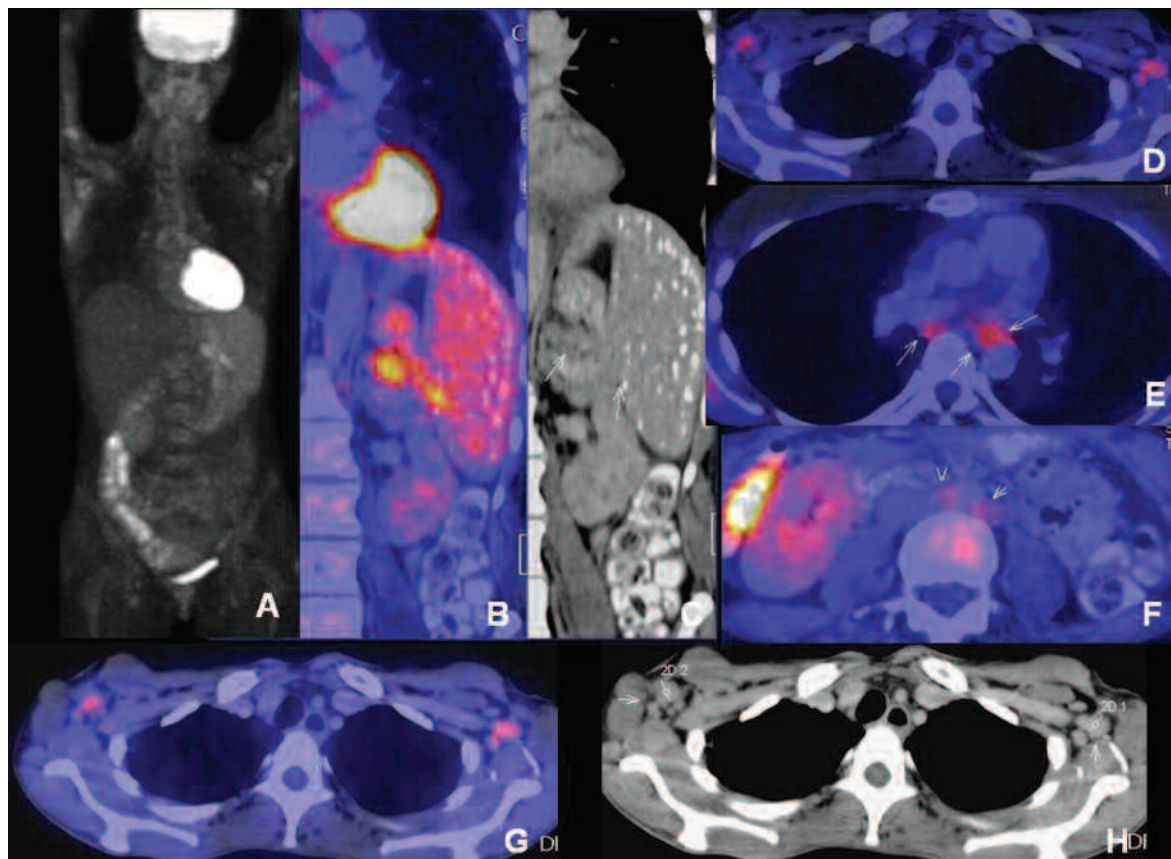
Fiebre vespertina y adenomegalias axilares: CMV. (a) Mapa 3D PET plano coronal. (b) y (c) TC multislice y Fusión PET-TC plano coronal. (d), (e), (f) Fusión PET-TC plano axial. (g) y (h) TC multislice y Fusión PET-TC plano axial. Múltiples adenomegalias ávidas por FDG en mediastino, axilas y retroperitoneo. Se observan otras localizaciones ganglionares cercanas al hilio esplénico asociadas a una acentuación difusa de la actividad metabólica y múltiples calcificaciones micronodulillares esplénicas.
